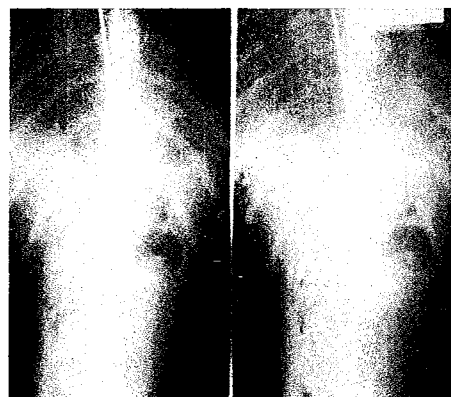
L2 level을 확인하기 위한 X-ray
